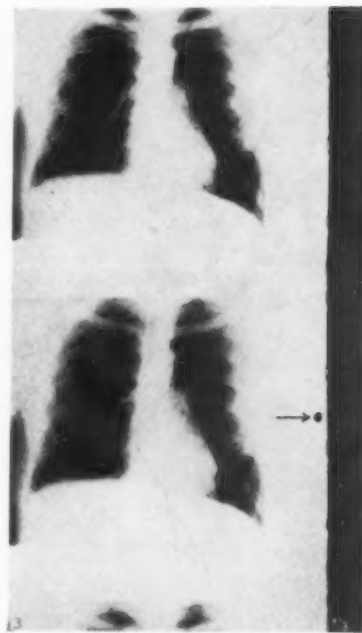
Vergrößerung einiger Einzelbildchen aus dem Röntgenkinostreifen eines Herzsteckschußverletzten. Bombensplitter in der Muskulatur der li. Herzkammer. Ein Pfeil kennzeichnet am Rande den Lichtpunkt, der durch die Apparatur der Abb. 1 und 2 hervorgerufen ist und der sich nach jedem Herzschlag genau in der gleichen Phase der Herztätigkeit wiederholt.
